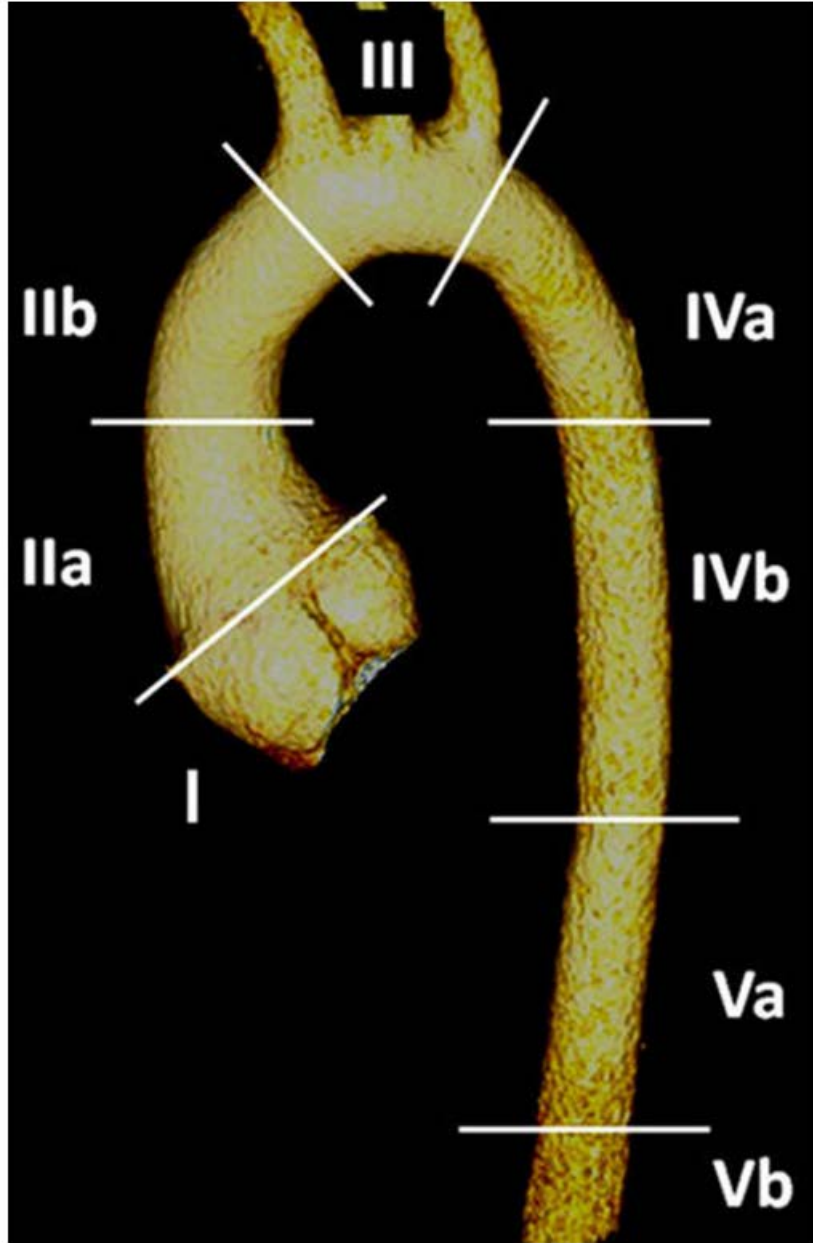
正常主动脉的 CT 三维重建，其组成部分如下：I= 主动脉根部，II= 主动脉管部（分为 IIa [窦管交界处到肺动脉水平] 和 IIb [从肺动脉水平至头臂干水平] ），III= 主动脉弓，IV= 降胸主动脉（分为 IVa [从左锁骨下动脉水平至肺动脉水平] 和 IVb [从肺动脉水平至膈肌水平]）以及 V= 腹主动脉（分为）Va [从膈肌至肾动脉开口的上腹主动脉] 和 Vb [从肾动脉开口至髂动脉分叉处] 。
